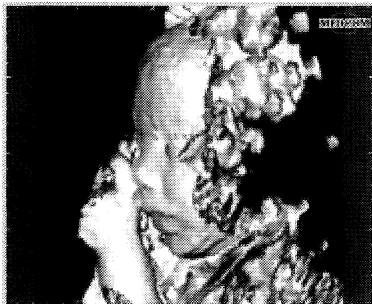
Reconstrucción de la imagen a partir datos obtenidos por emisiones nucleares en una resonancia magnética
